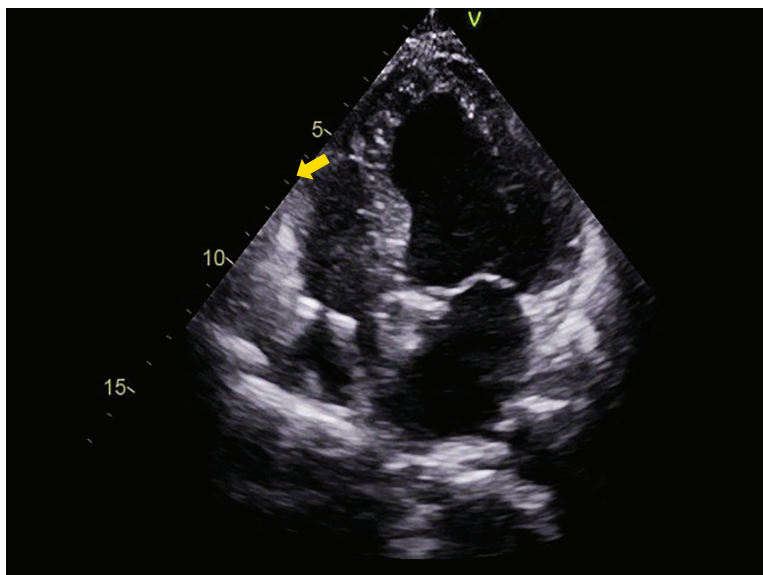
Ecocardiograma mostrando ponta de eletrodo septal (seta).
